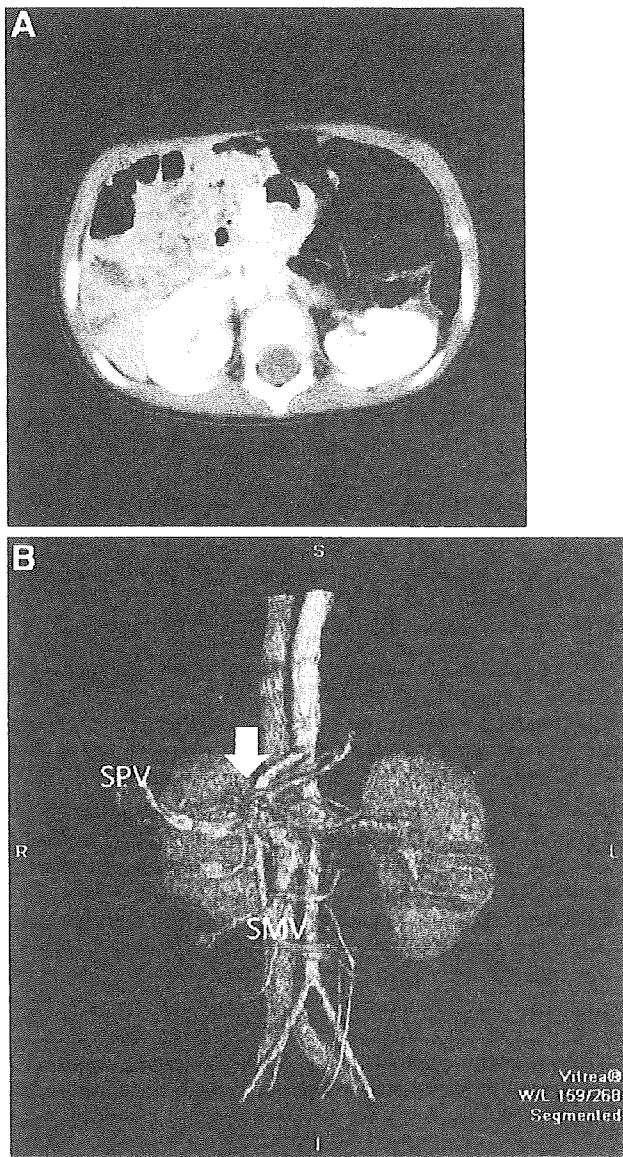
Preoperative computed tomography. The conduit (arrow) of the superior mesenteric vein (SMV) and splenic vein (SPV) drained into the right renal vein without entering the hepatic hilum.
